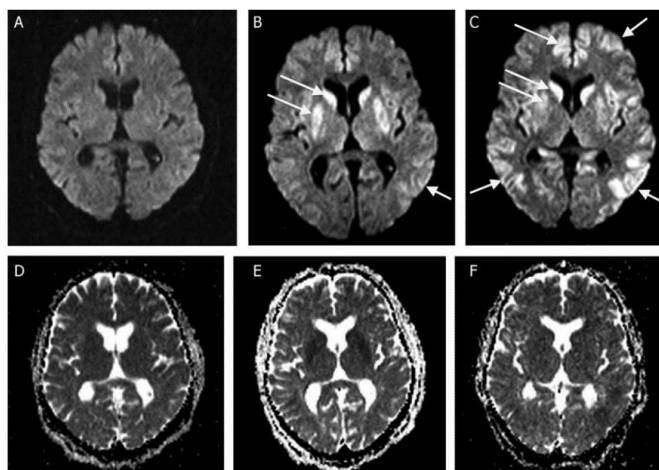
Se exponen las RMN seriadas de un paciente varón de 60 años con una parada de 35 minutos de evolución. La realizada a la hora del ingreso no muestra alteraciones en el DWI (A) ni en ADC (D). El DWI a las 32 horas (B) muestra un aumento de señal en ambos núcleos caudados y lentiformes con baja señal en ADC en esas áreas (E). A las 96 horas, en el DWI (C) se aprecian además lesiones corticales hiperintensas, y en ADC (F) no se aprecian cambios (20).
